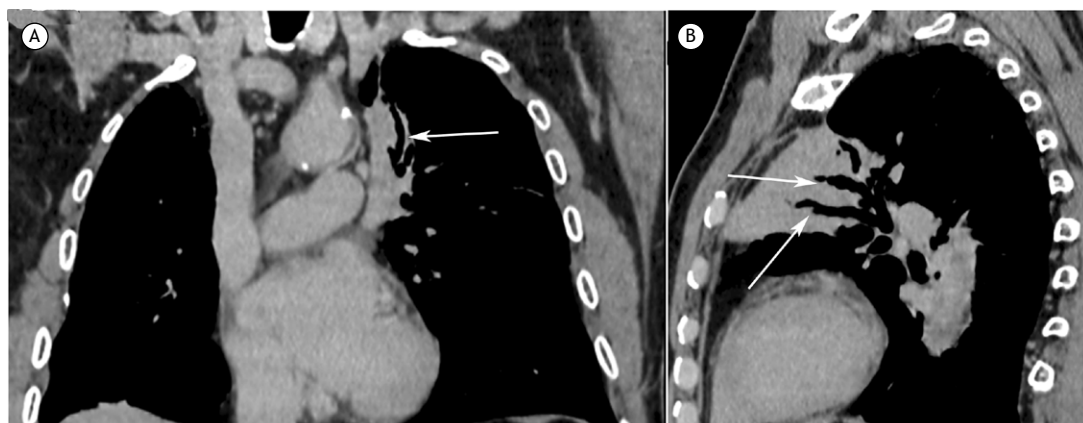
Homem de 72 anos com linfoma do tecido linfóide associado aos brônquios, comprovado por biópsia. Imagens de TC reconstruídas coronalmente (em A) e sagitalmente (em B) com janela para o mediastino, mostrando uma área de consolidação no lobo superior esquerdo contendo brônquios consideravelmente dilatados (setas).
